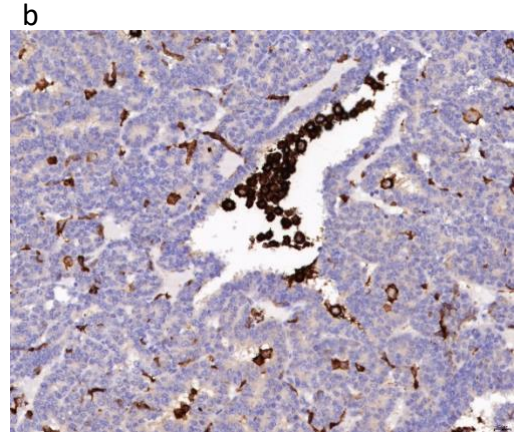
LOCALISATION DE SYNDÉCAN-1 (À GAUCHE) ET DES MACROPHAGES PULMONAIRES (À DROITE) SUR DES COUPES DE POUMONS. A, B) DES ZONES TUMORALES SUR DES COUPES DE SOURIS DIFFÉRENTES ATTEINTES RESPECTIVEMENT DE L'ADÉNOCARCINOME IN SITU ET L'ADÉNOCARCINOME PAPILLAIRE PRÉSENTENT DES IMMUNOMARQUAGES POUR SYNDÉCAN-1 (LAME : EXP1- 11.3, G = 41.8x, ÉCHELLE : 0.020MM) ET POUR DES MACROPHAGES (LAME : EXP1 – 16.1, G = 41.8x, ÉCHELLE : 0.020MM). C, D) DES ZONES NON TUMORALES SUR DES COUPES DE SOURIS DIFFÉRENTES ATTEINTES RESPECTIVEMENT DE L'ADÉNOCARCINOME IN SITU ET LE STADE PRÉ-CANCÉREUX MONTRENT DES MARQUAGES DE SYNDÉCAN-1 (LAME : EXP1 – 11.3, G = 41.8x, ÉCHELLE : 0.020MM) ET DES MACROPHAGES PULMONAIRES (LAME : EXP1 – 10.1, G = 41.8x, ÉCHELLE : 0.020MM) DANS LE PARENCHYME.
